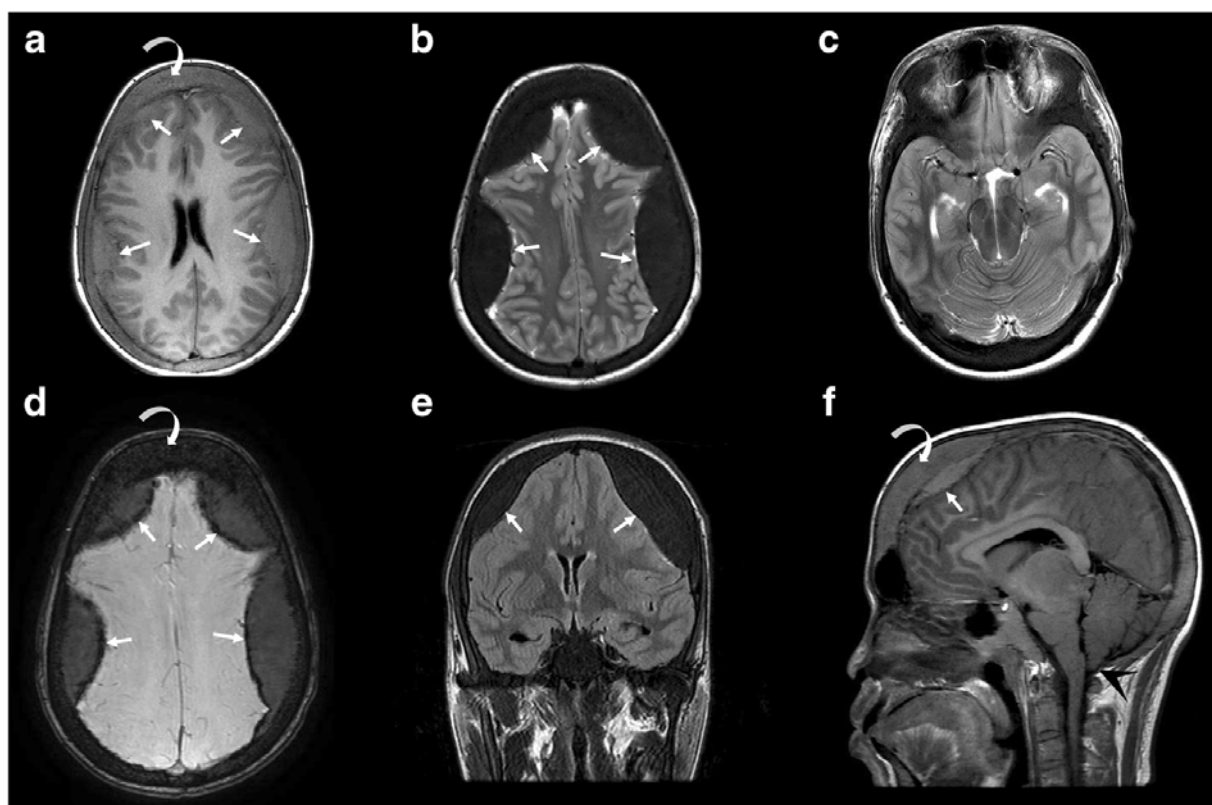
Les images axiales T1 (a), T2 (b, c), SWI (d) coronales FLAIR (e) et sagittales T1 (f) montrent un diploé élargi (flèche incurvée en a, d, f), bilatéralement symétrique, tissu mou épidual le long des convexités frontales et pariétales (flèches a, b, d-f), effacement des sillons, ventricules; hernies bilatérales précoces avec effet de masse et déformation du mésencéphale (c) et hernie amygdalienne (tête de flèche noire en f) [137]
